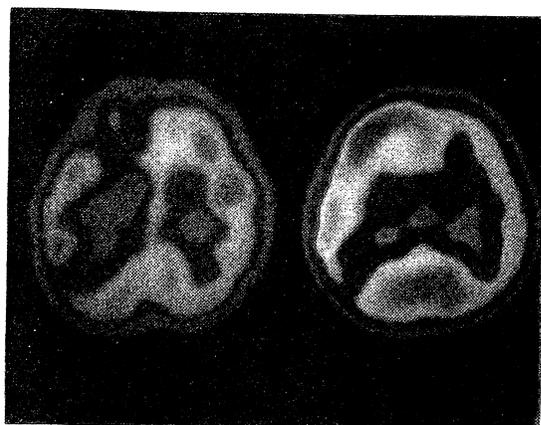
Interictal $^{99m}\text{TcHM} - \text{PAO}$ SPECT showed hypoperfusion of the left frontal cortex, but ictal SPECT revealed cortical hyperperfusion of the left frontal lobe around the subcortical tuber.
